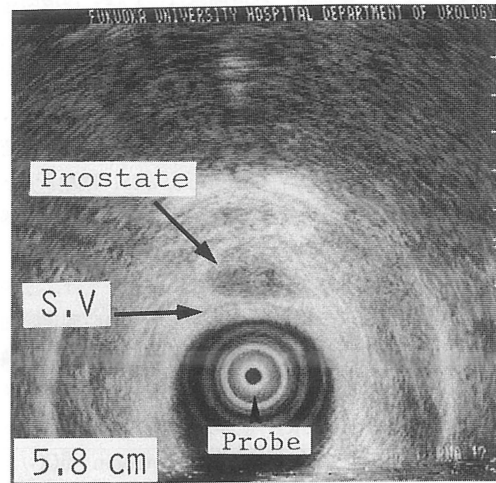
経直腸超音波による前立腺、精嚢の萎縮を証明
